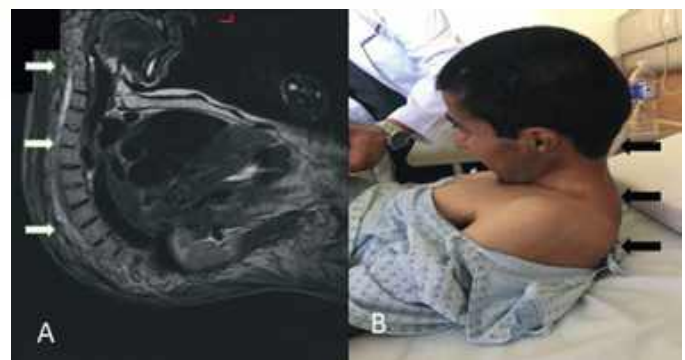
EA. Resonancia magnética con fusión de las vértebras cervicales y torácicas.
